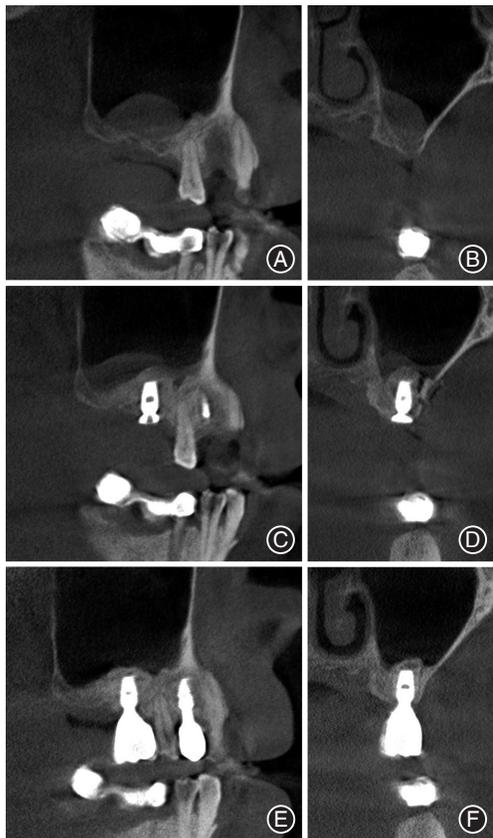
伴上颌窦囊肿经外侧壁开窗上颌窦底提升术同期牙种植典型病例锥形束CT(CBCT)影像 A: 术前矢状位示术区窦底囊肿; B: 术前冠状位示术区窦底囊肿; C: 术中完整将窦底囊肿提升, 术后矢状位示术区提升效果可, 囊肿未破溃; D: 术后冠状位, 示提升效果可, 囊肿未破溃; E: 术后12个月矢状位示术区窦底囊肿消退; F: 修复后12个月, 冠状位示术区窦底囊肿消退
